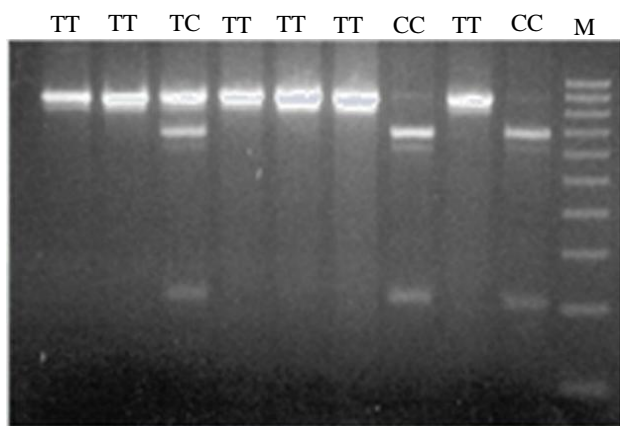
Gel de digestão do polimorfismo CYP1A1. Podemos observar os 3 polimorfismos com bandas distintas e o marcador de peso molecular 100 bp, no poço da direita, indicado por M (anexo C.2, figura suplementar 8). O polimorfismo TT é caracterizado por uma banda não digerida de 899 bp. O polimorfismo CC, por outro lado, apresenta duas bandas de 693 bp e 206 bp. O polimorfismo TC apresenta as três bandas: 899 bp, 693 bp e 206 bp
